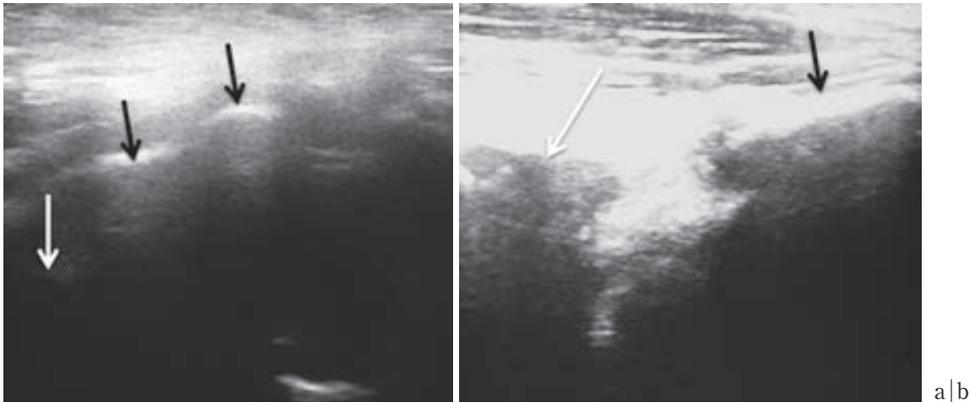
症例1. 超音波水平断像(右) (黒矢印: 恥骨, 白矢印: 骨頭)
